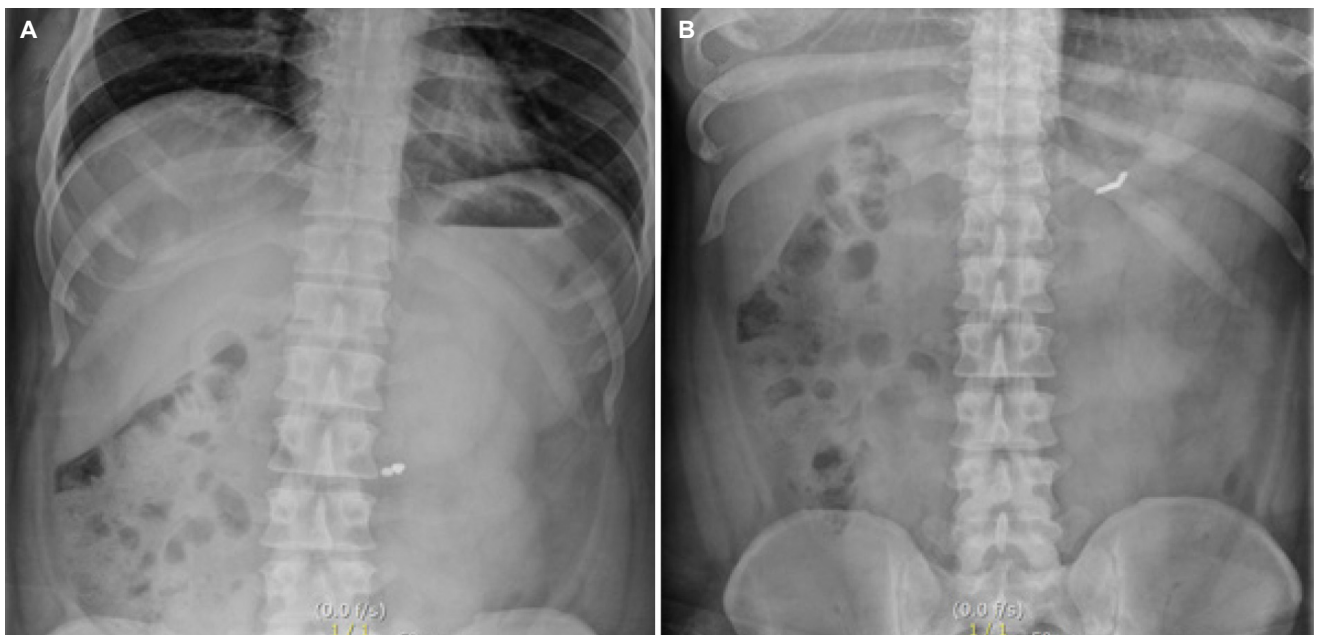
(A, B) Erect and supine abdominal radiography image showed radio-opaque oval shape objects initially suspected to be coin batteries.
